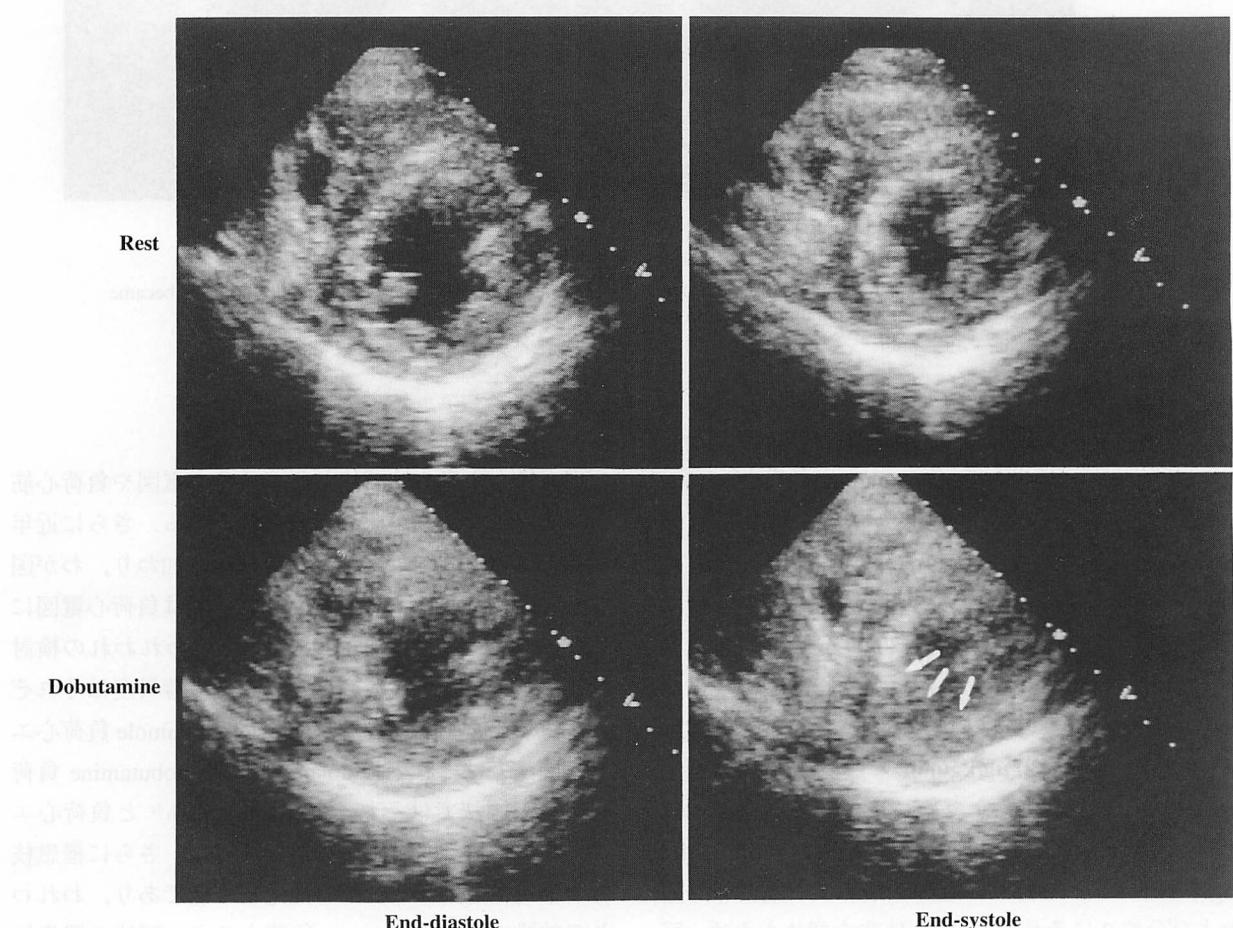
Case 2. Short-axis echocardiograms at rest and peak dose dobutamine
